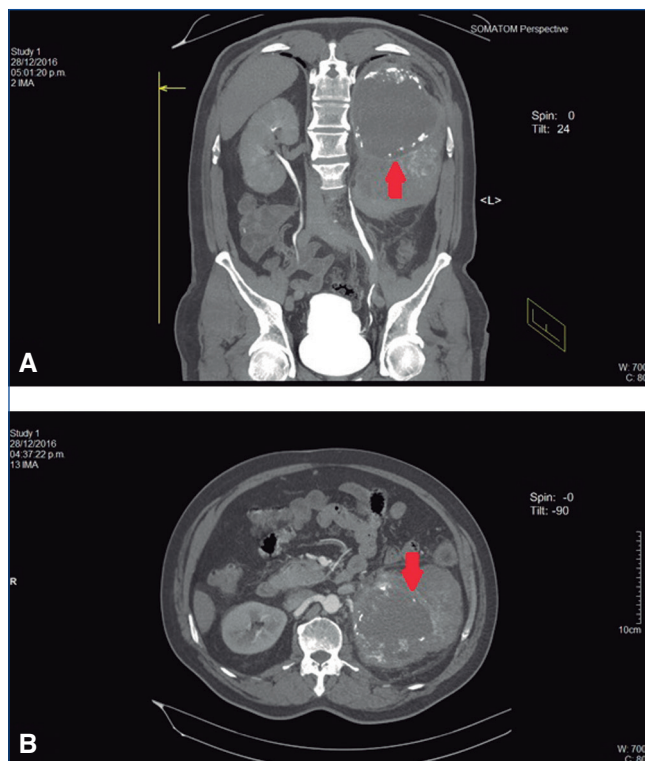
Tomografía abdominal, en cortes coronal (A) y axial (B). Imágenes de quiste hidatídico renal.
